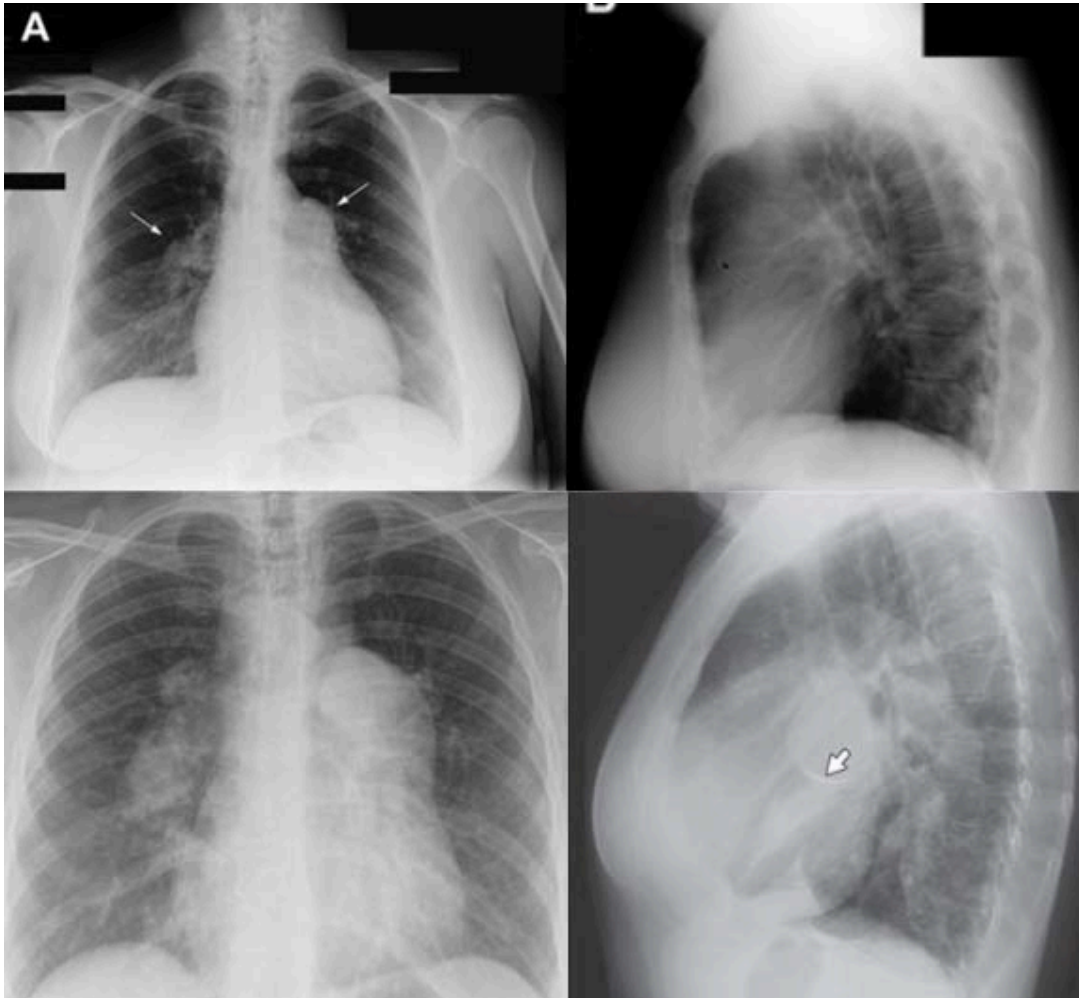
Imagen superior izquierda: radiografía PA, muestra arterias pulmonares proximales derecha e izquierda prominentes (flecha). Imagen superior derecha: radiografía lateral, ocupación del espacio retroesternal por el VD (flecha). Imagen inferior izquierda: dilatación de arterias pulmonares principales y atenuación de vasos periféricos. Imagen inferior derecha: AP con calcificaciones (flecha).
